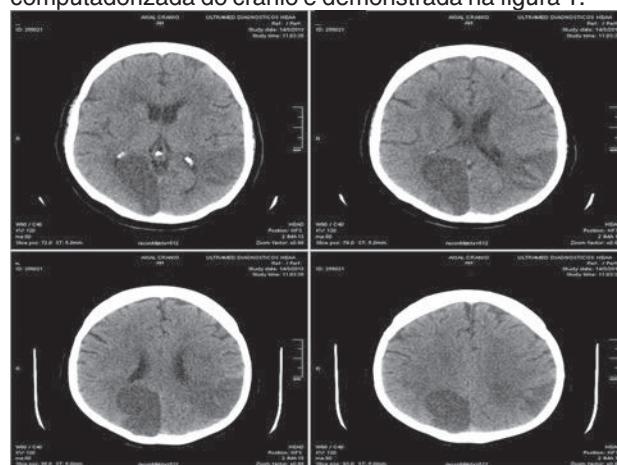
TC - caso 1: Áreas parenquimatosas hipoatenuantes córtico-subcorticais nos lobos parieto-occipital à direita e parieto-occipito-temporal contralateral, com apagamento dos sulcos corticais e redução da amplitude dos ventrículos laterais.
